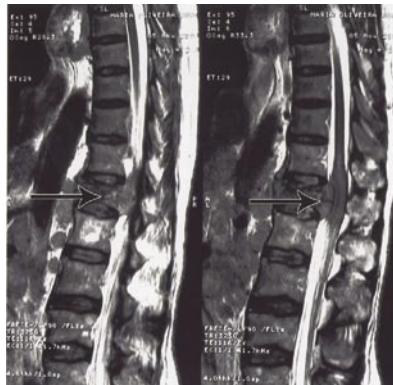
Paciente paraplégico encaminhado de área endêmica com suspeita diagnóstica de mielorradiculopatia esquistossomótica. A ressonância magnética mostra a presença de massa tumoral comprimindo a medula espinhal. O diagnóstico após a biópsia foi de metástase de câncer de próstata
